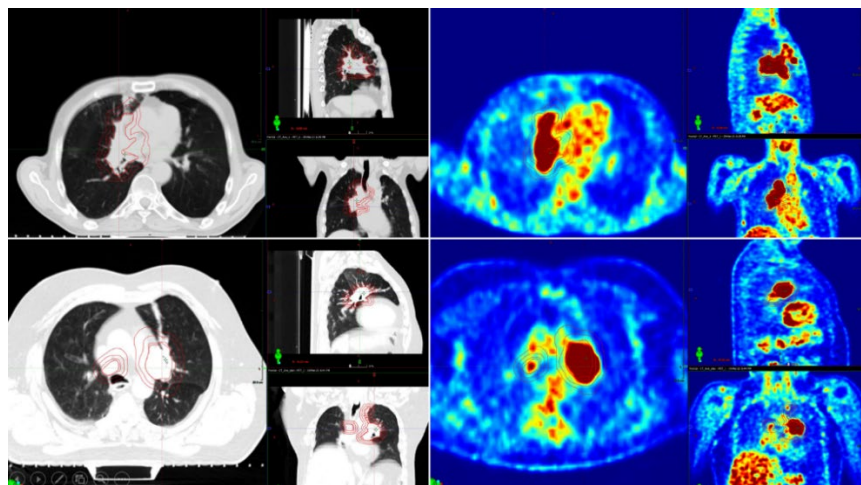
Примеры использования данных ПЭТ-КТ при планировании лучевого лечения по поводу МРНМРЛ [оригинальный рисунок].
